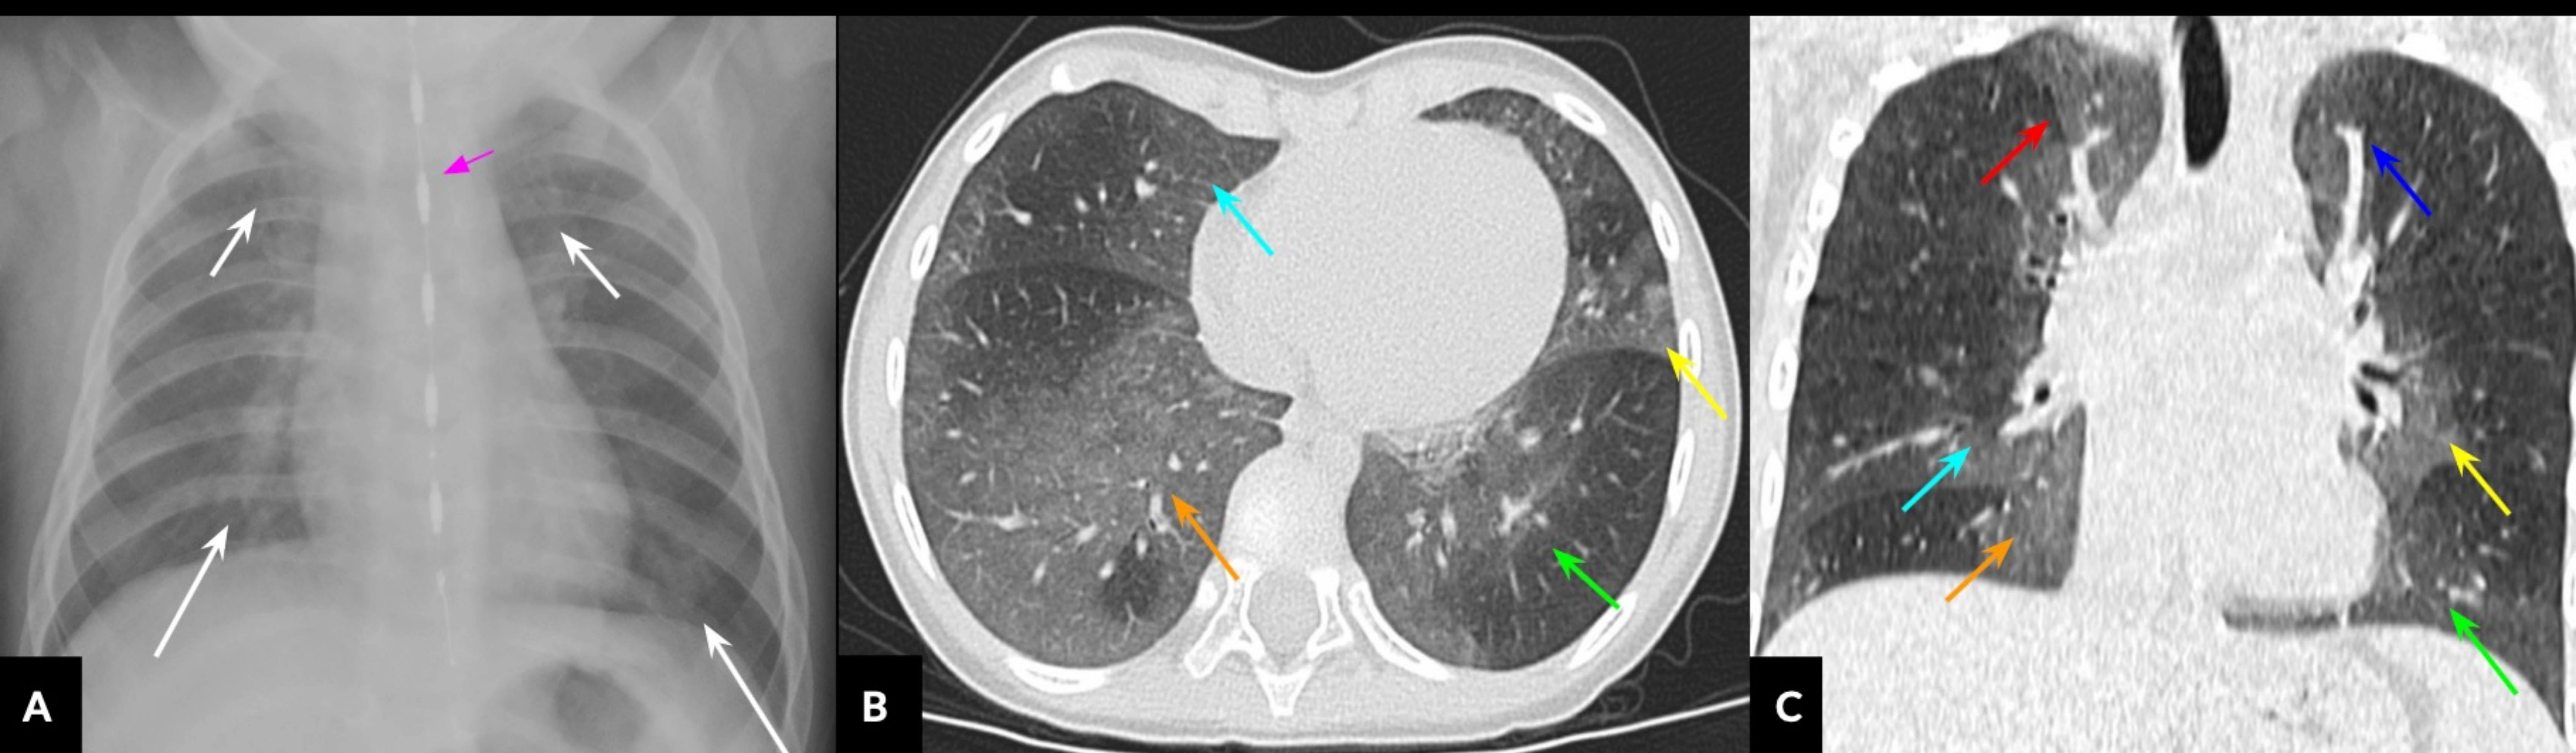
A. Radiografía de tórax. Proyección anteroposterior. Patrón en vidrio deslustrado parcheado en zonas pulmonares bilaterales superiores (flechas blancas cortas) e inferiores (flechas blancas largas), y catéter de Prueba de Impedancia Esofágica (flecha rosa). TC torácica de alta resolución. B. Imagen axial que muestra opacificación parcheada en vidrio deslustrado que afecta al lóbulo superior derecho (flecha roja), lóbulo superior derecho (flecha azul claro) lóbulo inferior derecho (flecha naranja), lóbulo superior izquierdo (flecha azul), lingula (flecha amarilla) y lóbulo inferior izquierdo (flecha verde). C. Imagen coronal. Las opacidades en vidrio deslustrado también son predominantemente centrales (flechas).
